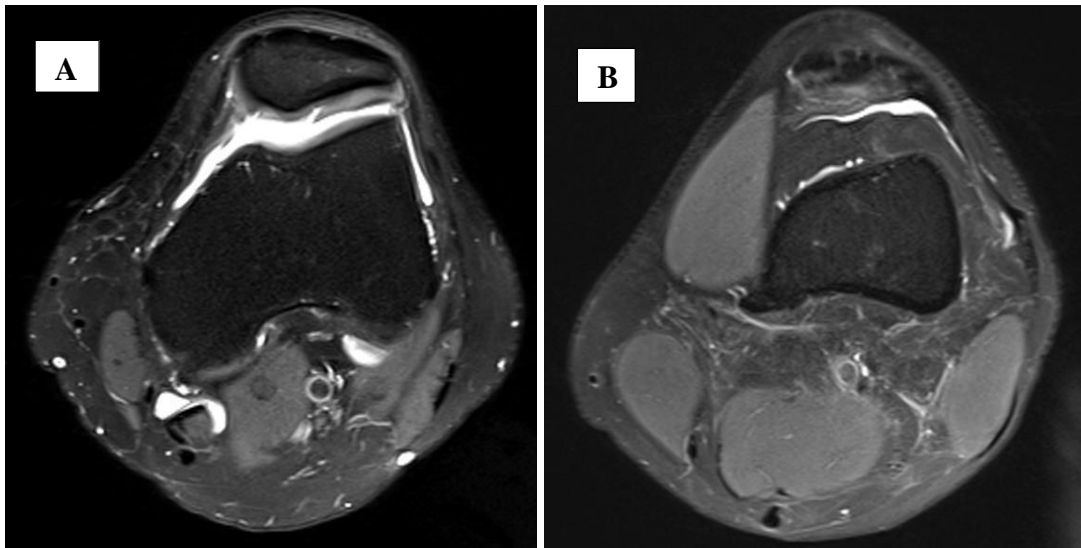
Imagem A – Grau III – Fissuras condrais profundas no vértice patelar, sem envolvimento osso-condral; Imagem B – Erosões condrais profundas, envolvendo o vértice e a faceta lateral, sem envolvimento osso -condral; Fonte: Banco de Dados de uma RM de alto campo da Clínica Campimagem.
